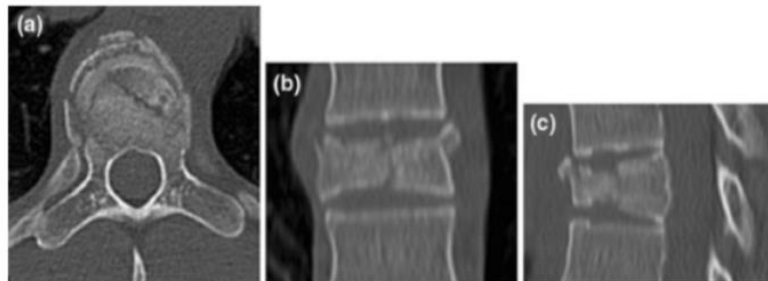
Imagens de TC da coluna Dorsal com fratura do T5, corte axial(a) e reformatação coronal (b) e sagital (c) (34).
